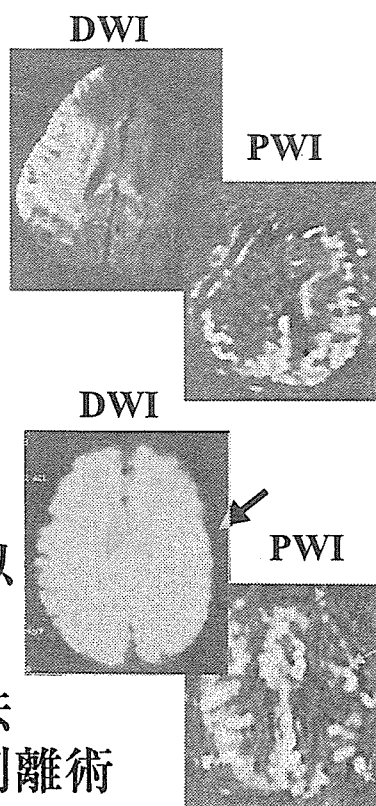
stroke MRI による治療方針の決定
